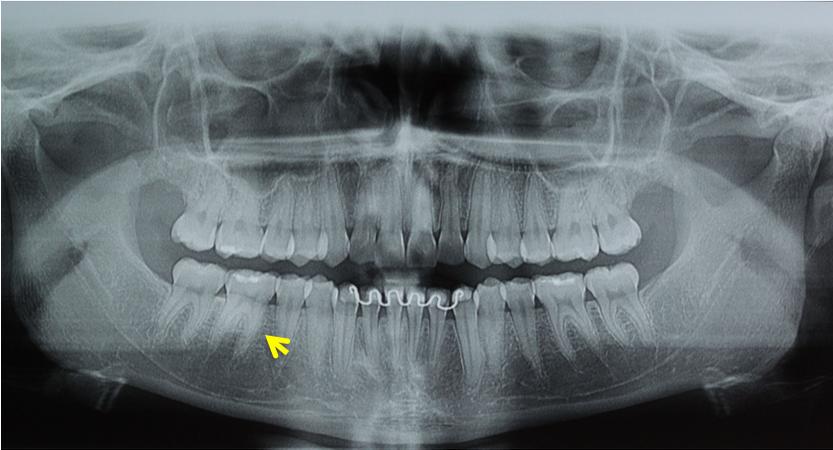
Radiografia panorâmica com massa opaca, bem delimitada, na região de pré-molar estendendo-se até a região dos dentes molares do lado direito indicado pela seta.
